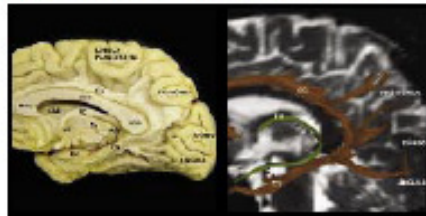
(Esquerda) Paça anatômica. (Direita) Tomografia. CG= joelho do corpo caloso; CAU= núcleo caudado; CA= comissura anterior; FO= fóvea; CG= corpo do corpo caloso; CGe= angúlio do corpo caloso; TA= tálamo; TAq= pulvina do tálamo; CG= cíngulo; UN= uncus.
